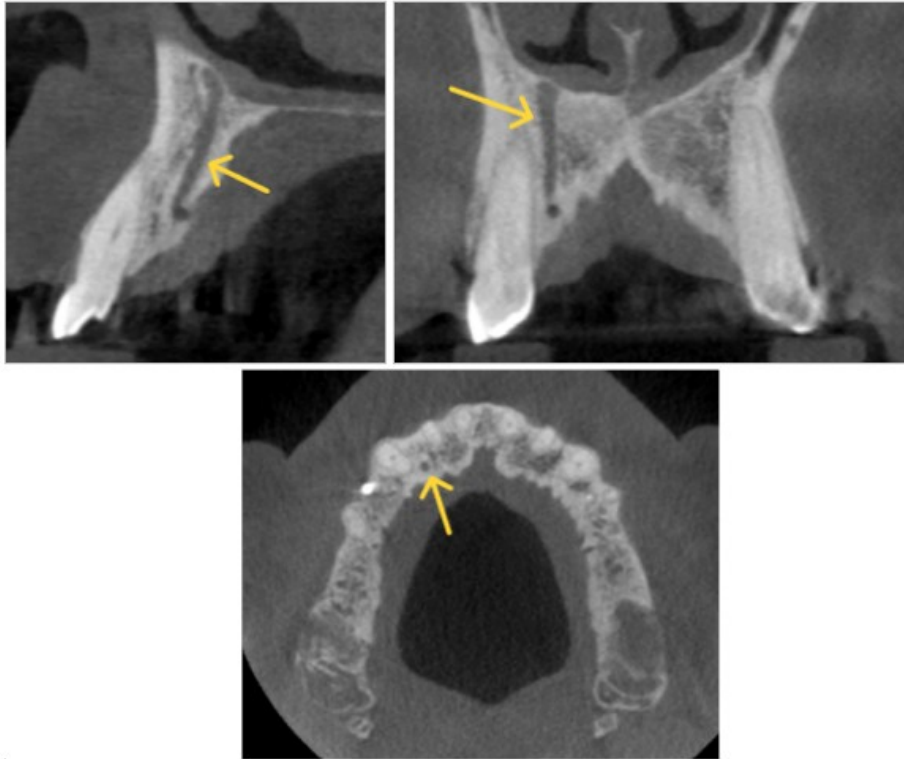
Coupes d'un cone beam dans les plans parasagittal, frontal et horizontal illustrant un canalis sinuosus droit (images issues du service d'odontologie du CHU de Lille).
